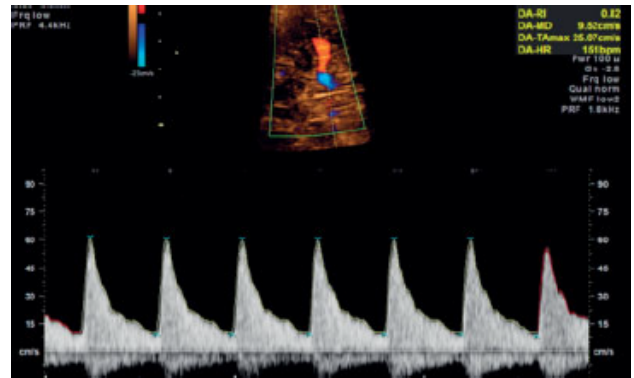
Spectre Doppler acceptabile ale arterei cerebrale medii. Se observă unghiul de insonație aproape de 0°.
